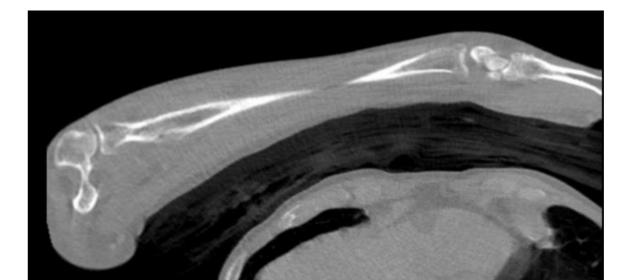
TC: lesión permeativa, reacción perióstica discontinua, lesión de partes blandas, captación de contraste en anillo. Reacción inflamatoria de tejidos circundantes.
